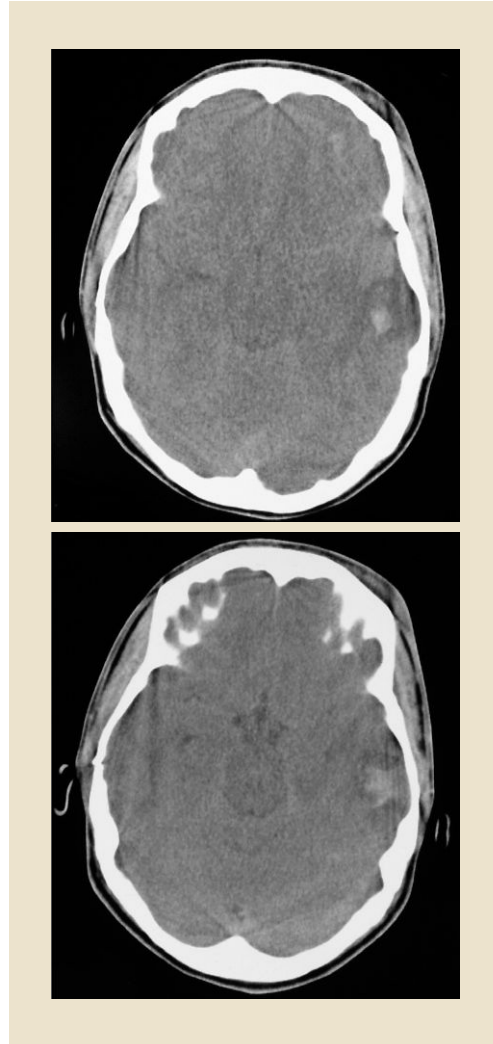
La visualización de unas cisternas pequeñas en la tomografía computarizada es indicativa de hipertensión intracraneal.
